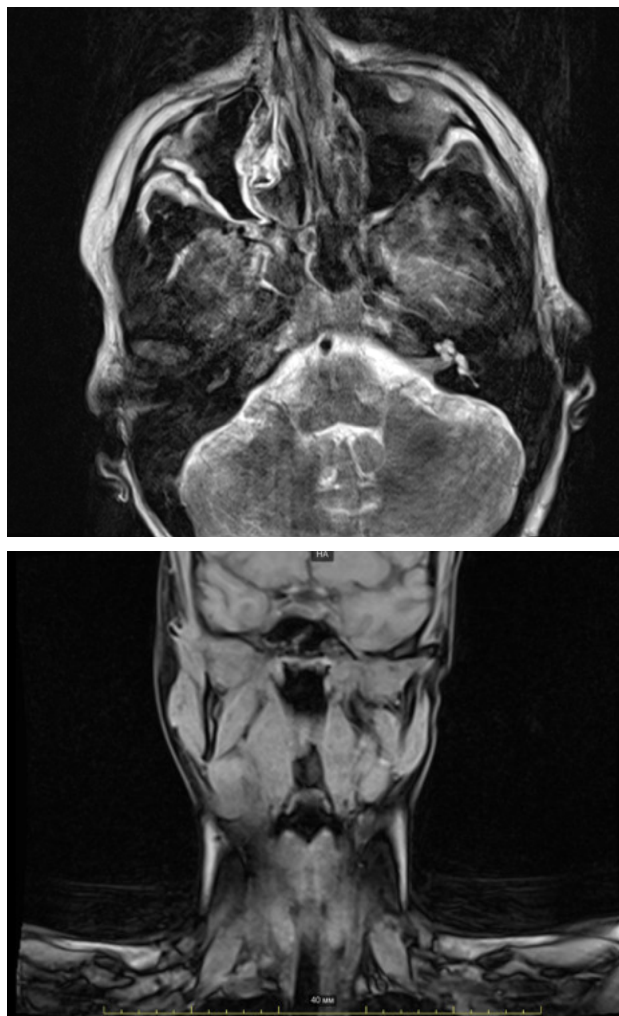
Снимки МРТ после 4 циклов химиотерапии
